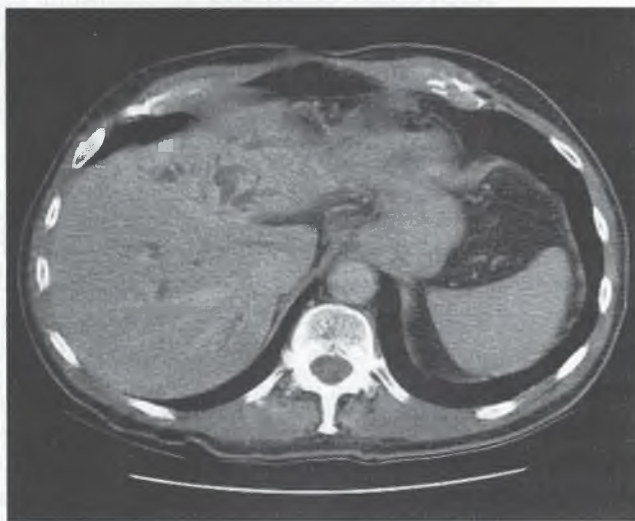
CT 3D – dilatarea arborelui biliar intrahepatic (caz propriu)
